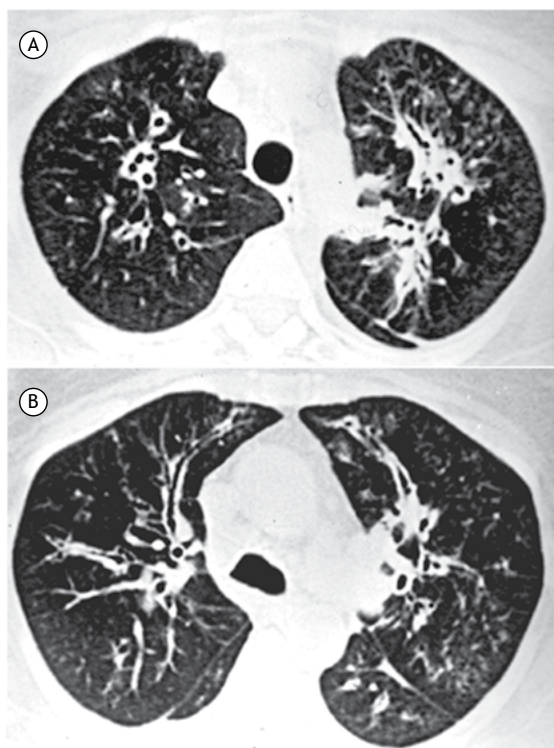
TC de tórax com cortes axiais nos lobos superiores mostrando acentuado espessamento do interstício peribroncovascular bilateral.
